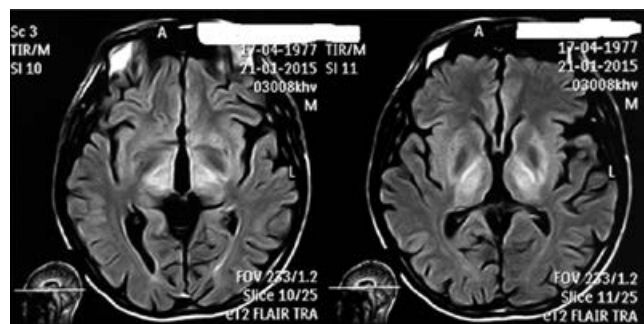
МРТ головного мозга больного Ч. (FLAIR)
